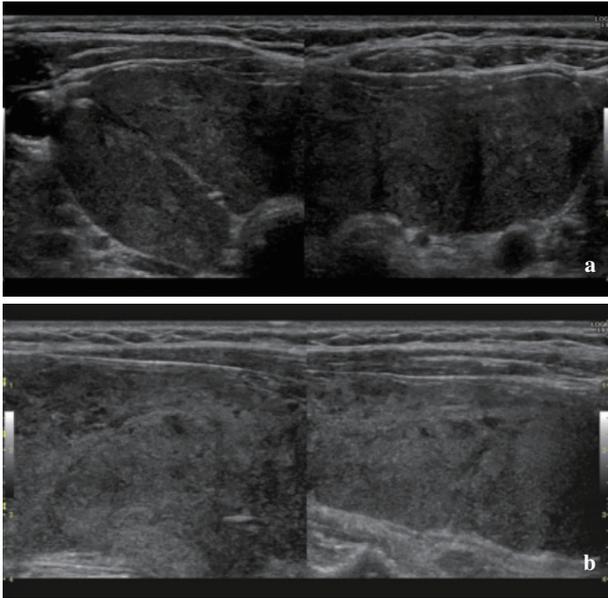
術前慢性甲状腺炎と診断したリンパ腫の超音波所見
